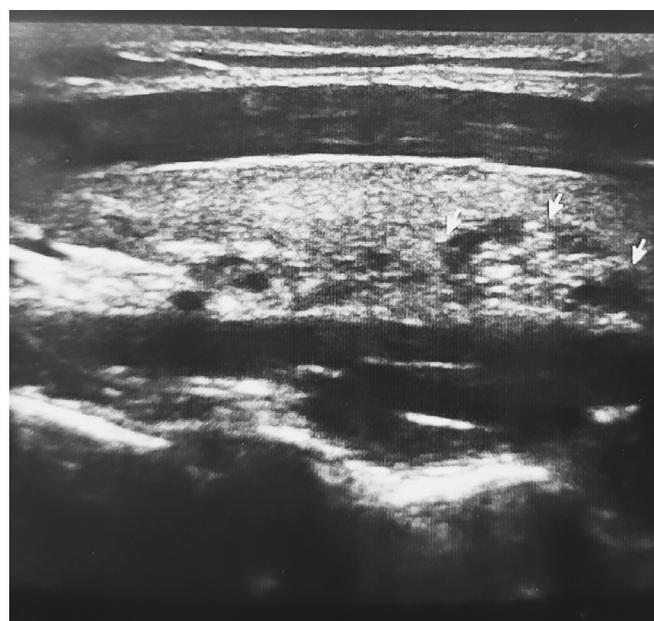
УЗИ щитовидной железы. Эктопия ткани тимуса в щитовидную железу
